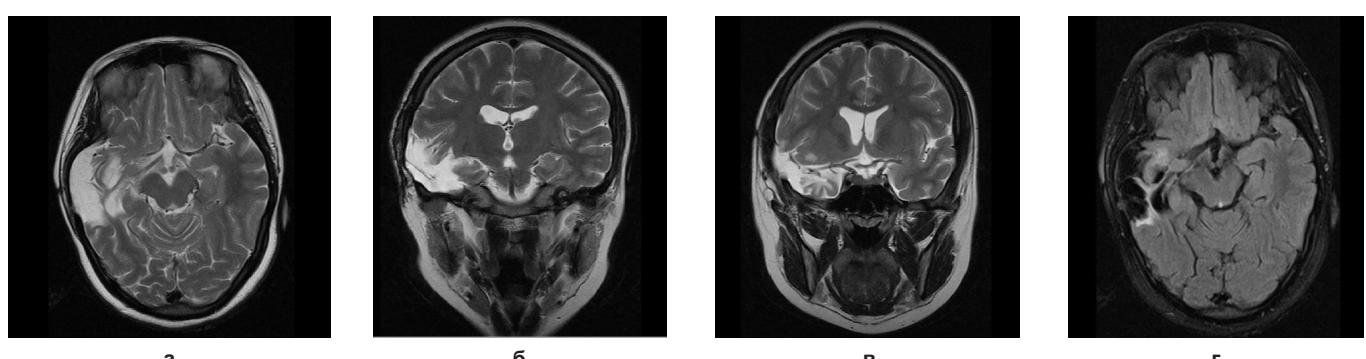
МРТ головного мозга пациентки после оперативного вмешательства
